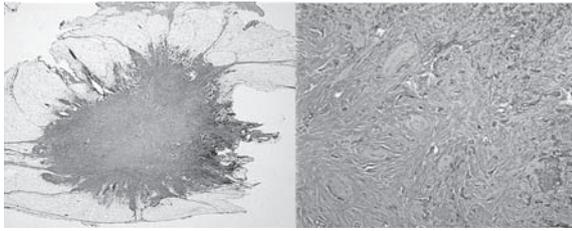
硬癌。症例5よりも中心部の膠原線維が豊富で、エコーレベルが低くなる。
